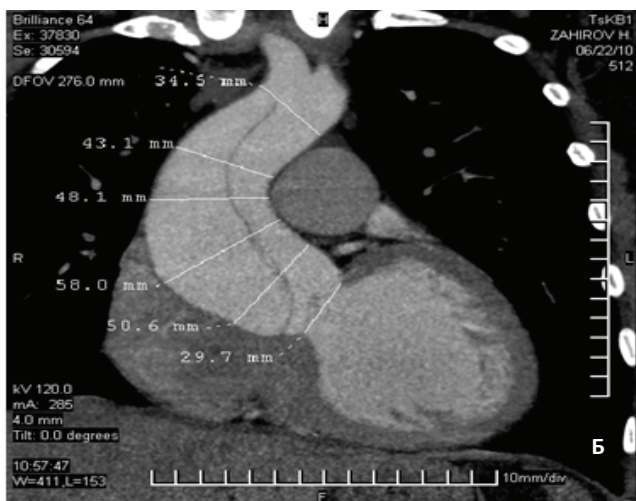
Больной 3, 60 лет. На МСКТ обозначены разметки, позволяющие измерить размеры восходящей части аорты (б), четко видно расслоение интимы сосуда II типа по М. DeBakey (в).
